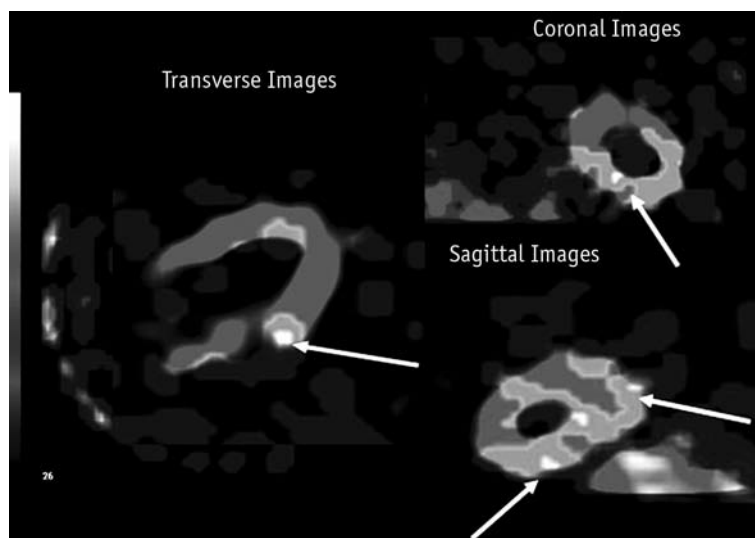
Сцинтиграммы больного миокардитом, выполненные через 18 ч после введения ^{99m}Tc -НМРАО-лейкоцитов. Множественные очаги (3)
